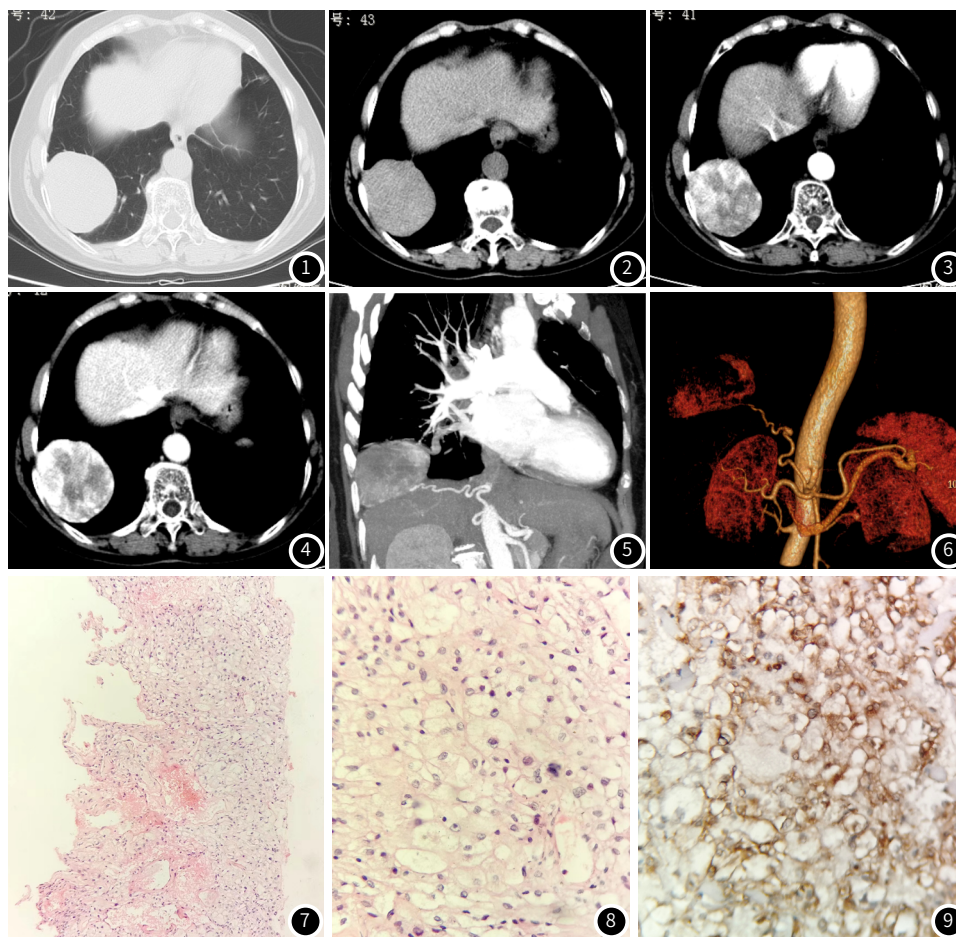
~图2 CT平扫示右下肺见一类圆形软组织密度肿块影, 密度均匀, 边缘光滑。图3~图4 CT增强扫描示肿块明显不均匀强化, 静脉期有延迟强化特点。图5~图6 CT多平面重建和三维成像分别显示肿瘤的供血动脉起源于腹腔干分支(白箭), 引流静脉汇入右下肺静脉流入左心房(白箭)。图7 肿瘤细胞呈弥漫片状排列, 围绕薄壁血管分布(HE $\times 10$)。图8 肿瘤细胞多角形, 胞界清楚, 胞质丰富透明, 核无明显异形(HE $\times 40$)。图9 肿瘤细胞表达HMB45, 呈胞质阳性(SP法)(HE $\times 40$)
